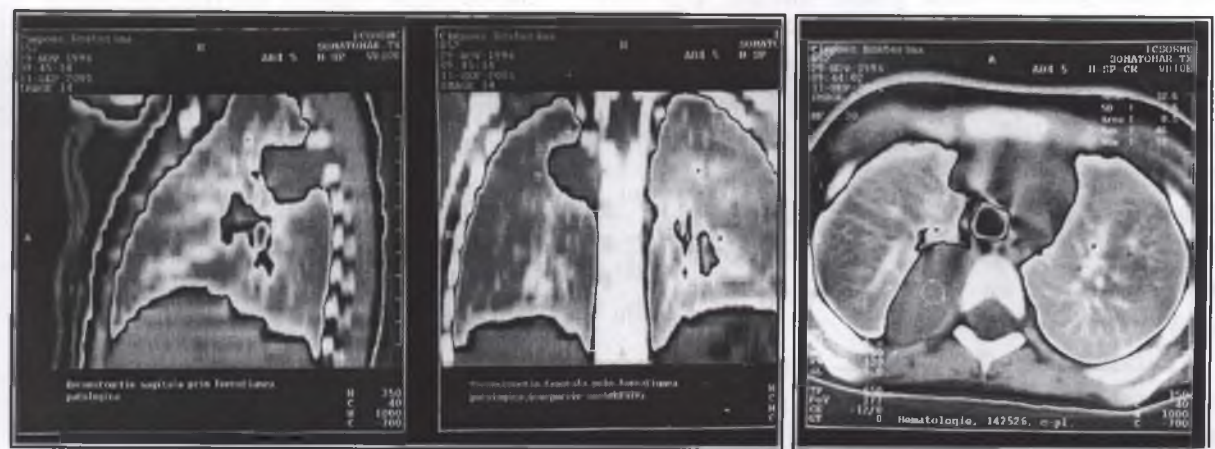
Tomografie computerizată. Formațiune tumorală în mediastinul posterior pe dreapta
